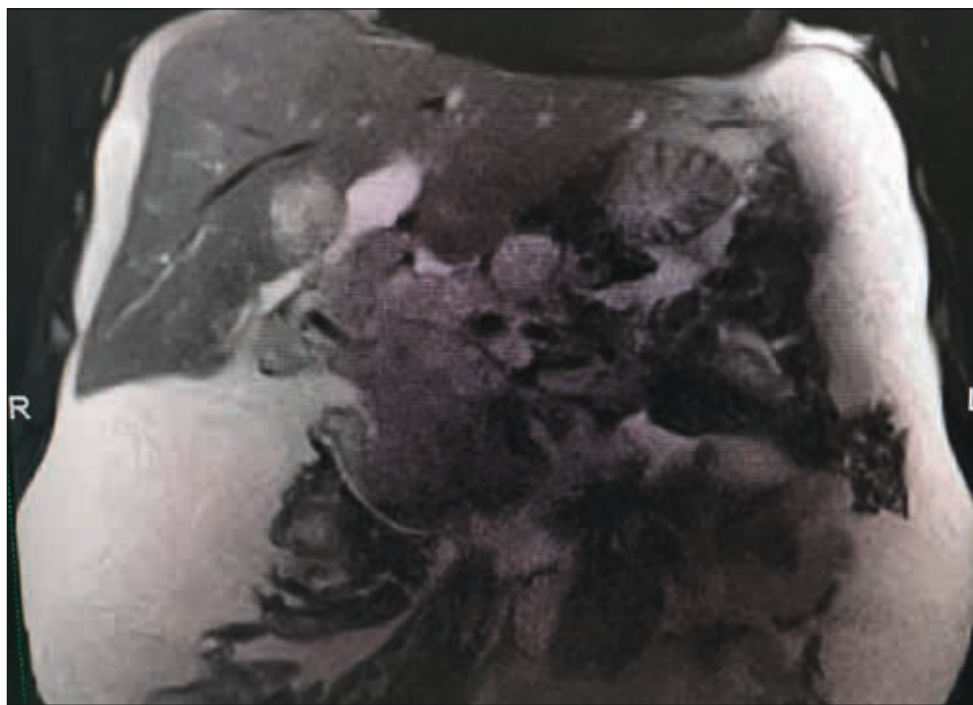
МРТ органів черевної порожнини і заочеревинного простору пацієнта В., корональна площина
